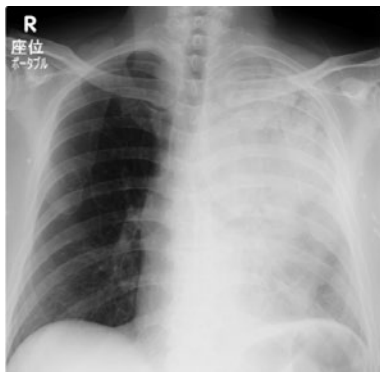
入院時胸部X線画像。左肺野は上下肺野の一部に含気を認めるが、全体に透過性の低下を認める。
